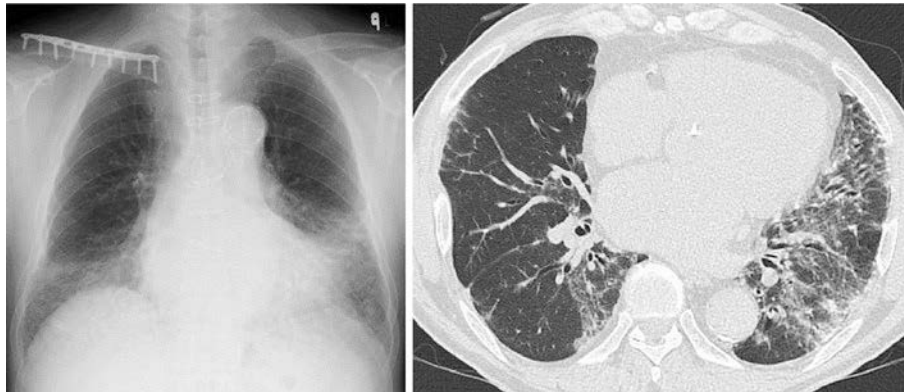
Imaging findings on first examination. Chest X-ray showed ground glass opacification in both lower lung fields. Chest CT scan revealed ground glass opacities with traction bronchiectasis and interlobular septal thickening in both lower lobes.
